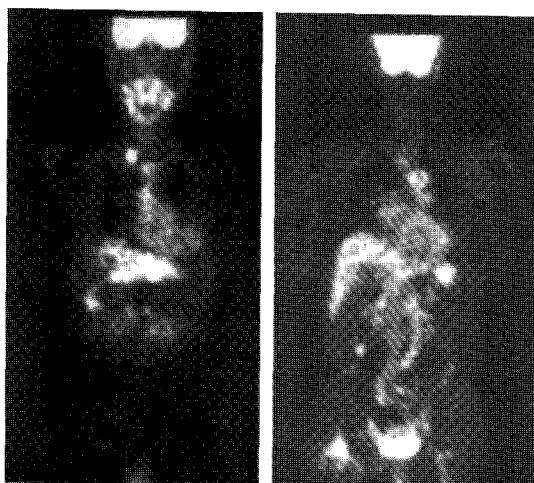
F-18 FDG whole body PET images show multiple focal high metabolic lesions along internal jugular chain, right neck, supraclavicular area, and mediastinum.
